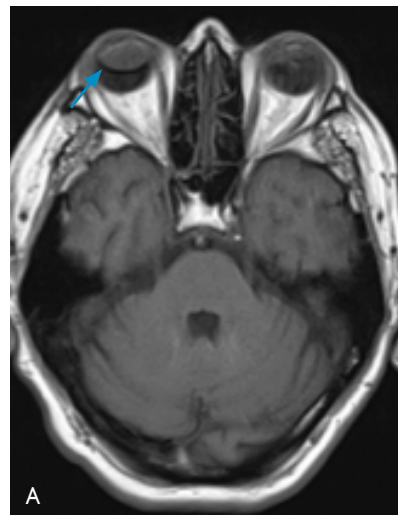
Resonancia magnética cerebral. El aceite de silicona se observa en ambas astas frontales de los ventrículos laterales. A) Ponderación T1: el artefacto se observa como una banda perilesional hiperintensa anterior (flecha). B) Ponderación T2: el artefacto se observa como una línea de señal baja posterior (flecha). C) FLAIR. D) T2 ecogradiante: imagen hipointensa anular (anterior y posterior).
